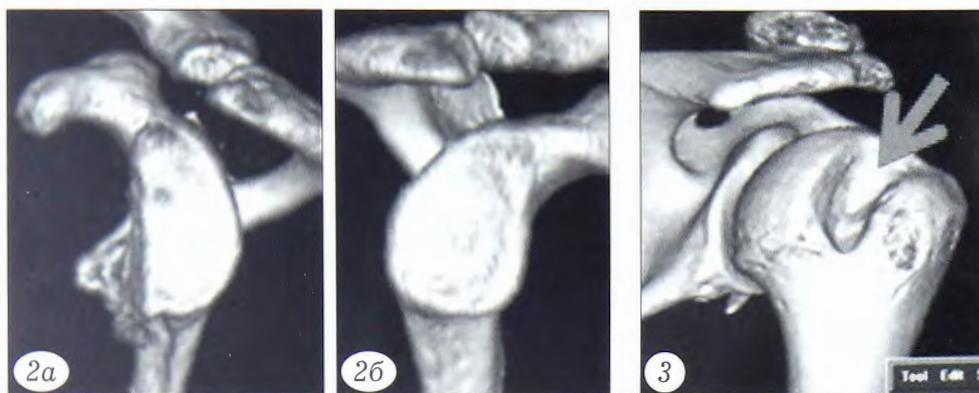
Компьютерные томограммы в режиме трехмерной реконструкции
